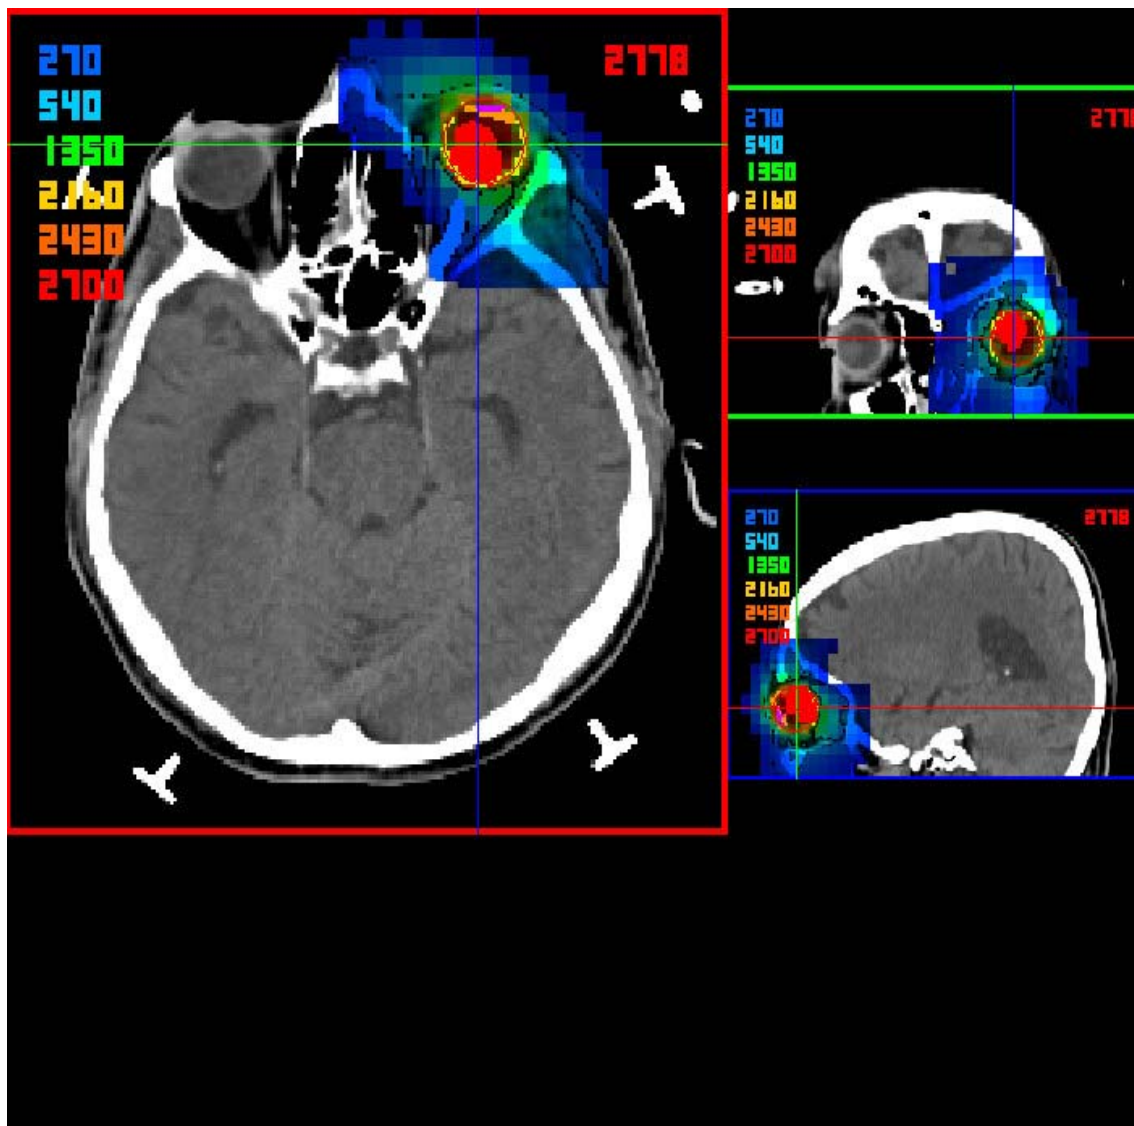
CT-Schnitt mit Dosisverteilung
